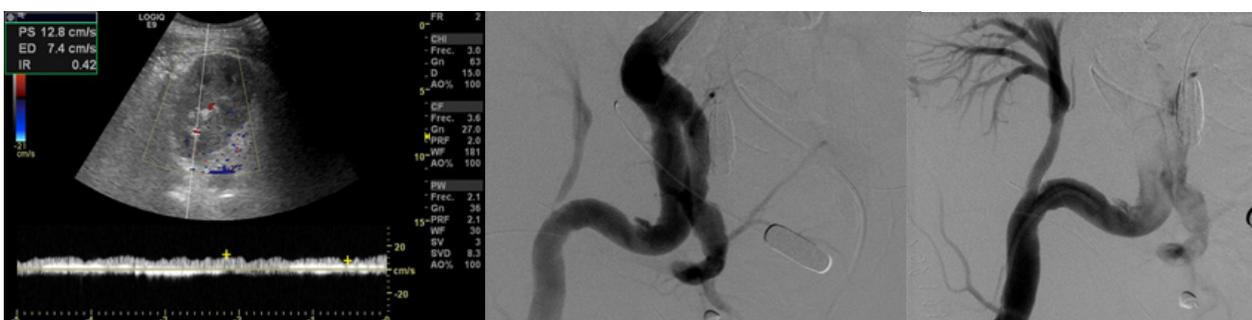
Ecografía doppler que muestra una escasa perfusión del riñón trasplantado y un IR: 0.42, sugiriendo la presencia de una estenosis de la anastomosis.
